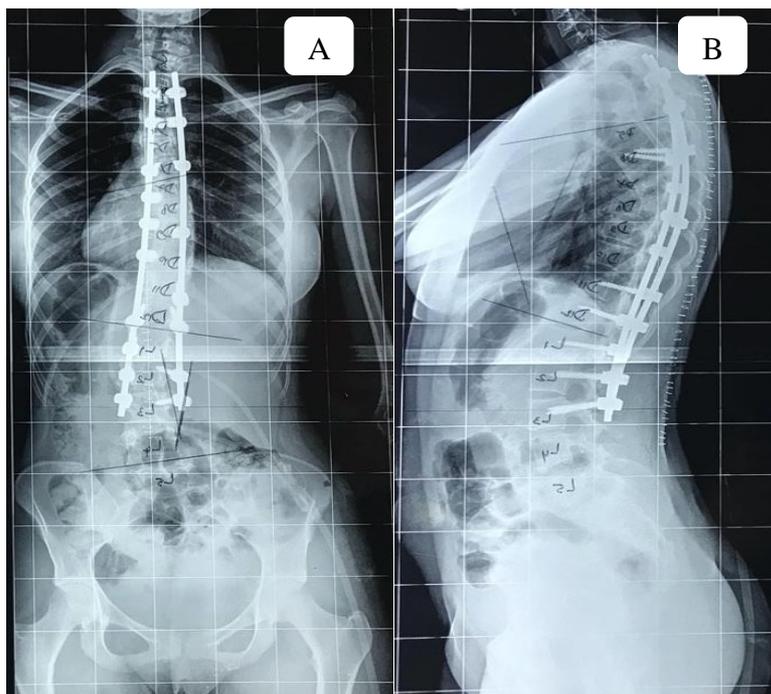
Radiographie de contrôle en post-opératoire immédiat : A) de face, B) de profil
